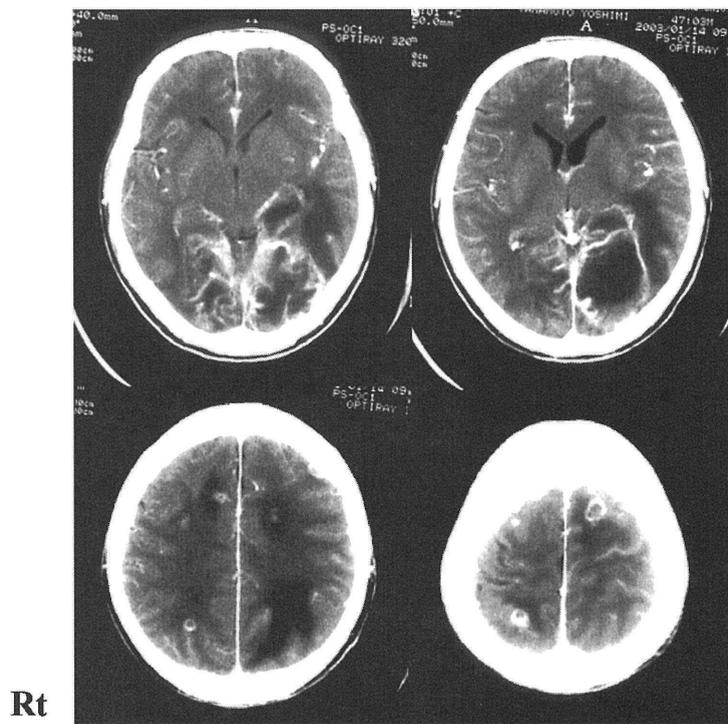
Enhanced CT before operation 2003.1.■ Large ring like enhancement mass is described in Lt occipital lobe.
